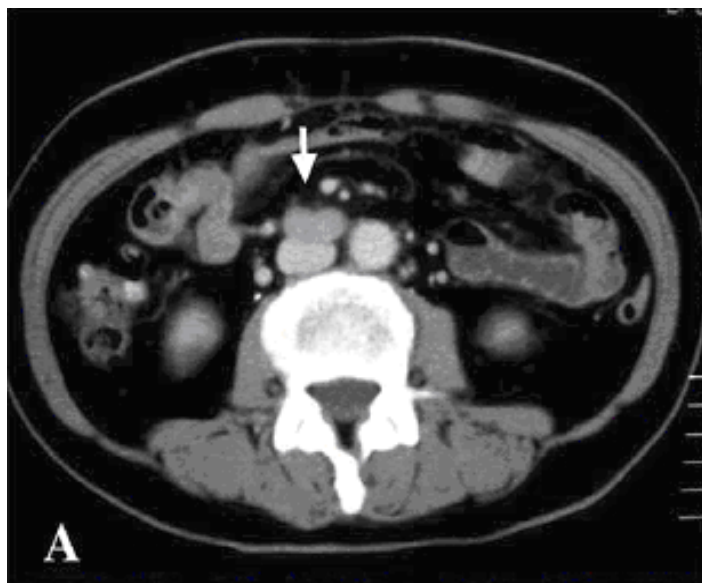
TDM abdominale :
